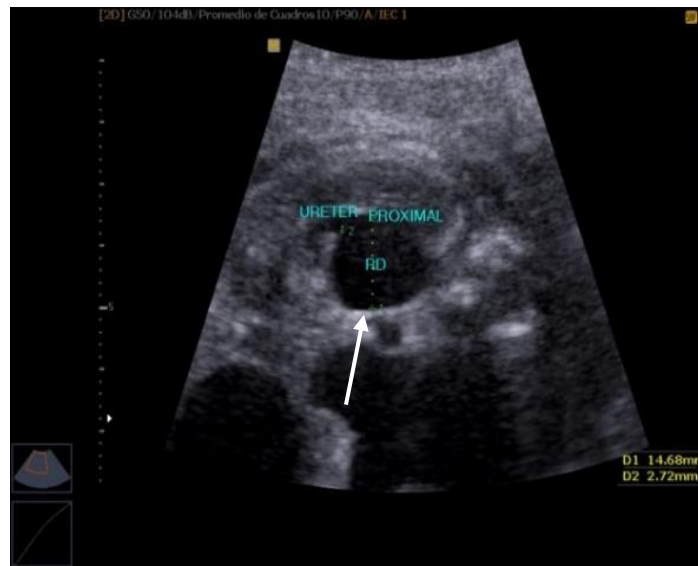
Ecografía a las 37 semanas de gestación, riñón derecho Grado I con dilatación pielocalicial (flecha) de 15mm.
